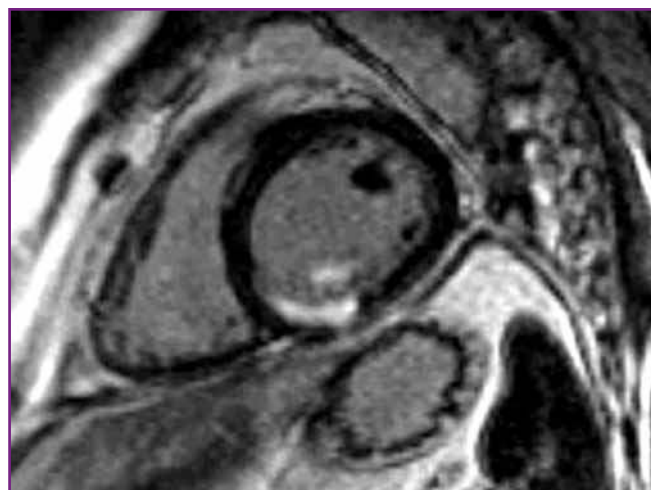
IRM de contraste (rehaussement tardif) du VG en petit axe mettant en évidence un petit infarctus sous-endocardique inférieur et du pilier postéro-médian (hypersignal). Ces petits infarctus, souvent méconnus chez des patients à risque, ont un impact pronostique indépendant. L'implication thérapeutique directe est la mise en route d'une prévention secondaire optimale.
